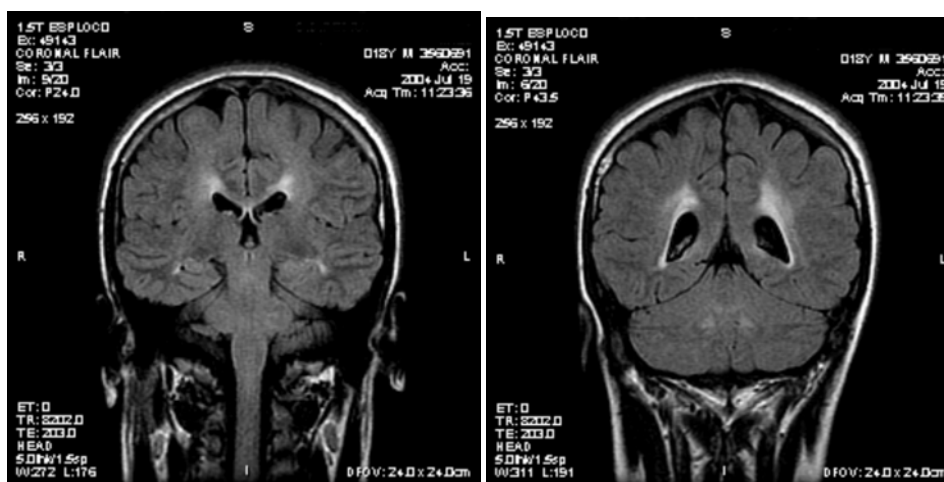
Imágenes coronales (secuencia FLAIR) que muestran la presencia de lesiones hiperintensas en la sustancia blanca periventricular posterior en paciente PKU con Phe plasmática de 900 $\mu\text{mol/L}$.
